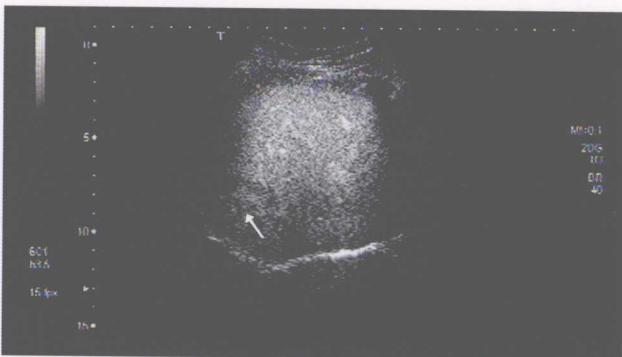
注射超声造影剂后病灶未见明显强化(箭头所示)。
